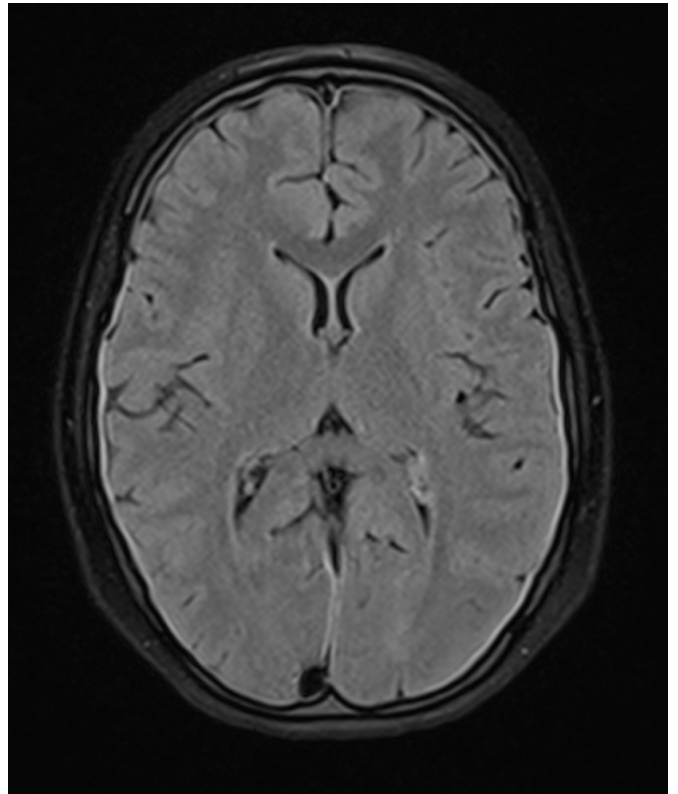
Beispiel Atrophie 2: Grad 0 – FLAIR
